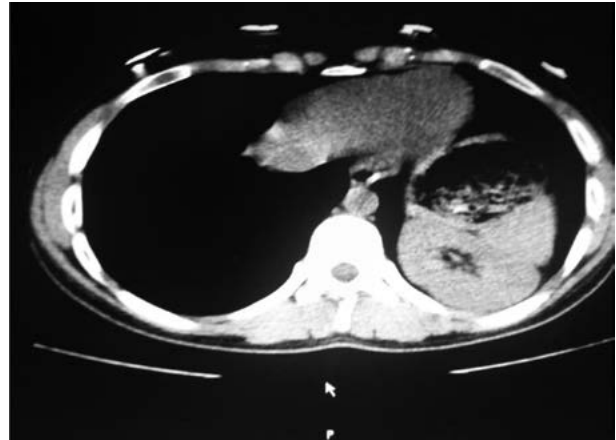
Axial thoracic CT scan shows the subdiaphragmatic left ectopic kidney
